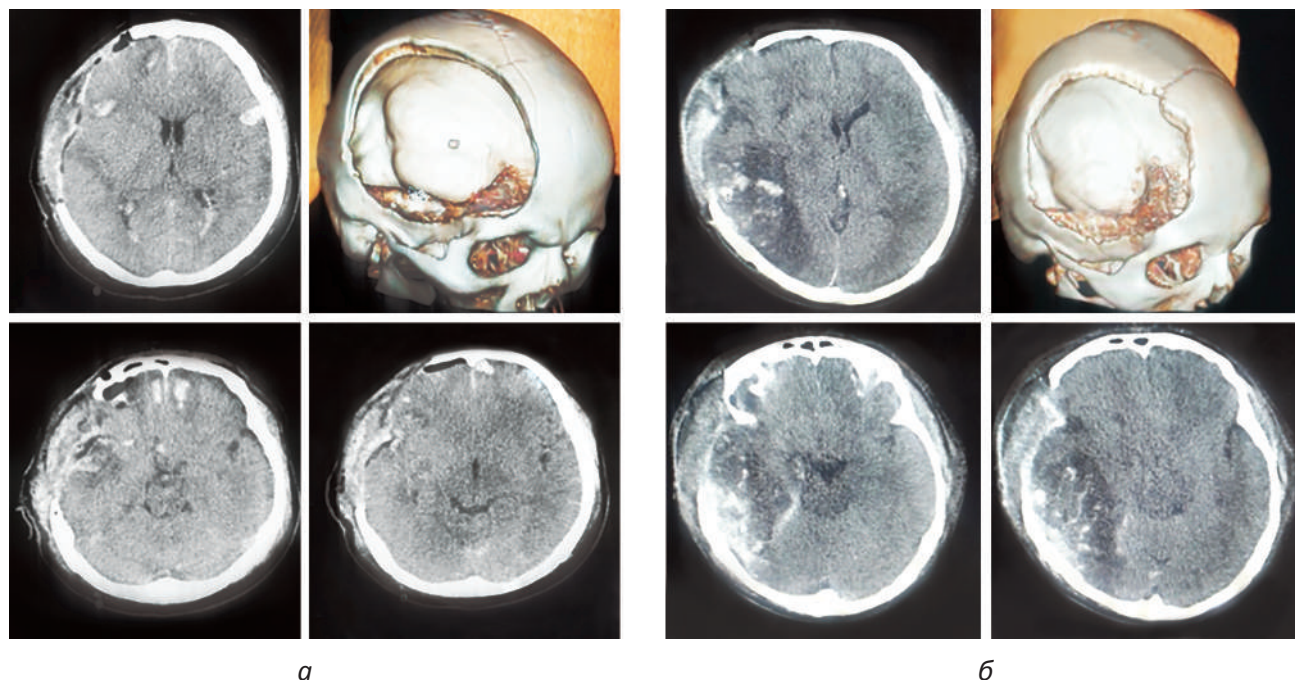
Сравнительная МСКТ в послеоперационный период: *а* – РДТЧ с удалением внутричерепной гематомы и контузионного очага с дополнительной цистернотомией, визуализируется обводная цистерна; *б* – РДТЧ с удалением внутричерепной гематомы и контузионного очага без цистернотомии, сохраняются отек, сдавление цистерн основания мозга
